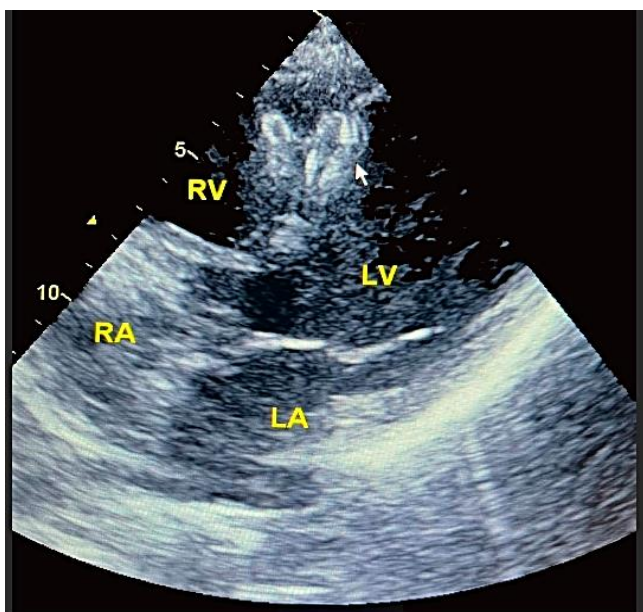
Трансторакальная эхокардиограмма; проекция четырех камер – ASD окклюдер фиксирован в постинфарктном ДМЖП; левый диск лоцируется в полости левого желудочка (LV), плотно прижат к межжелудочковой перегородке; правый диск окклюдера определяется в правом желудочке (RV)
